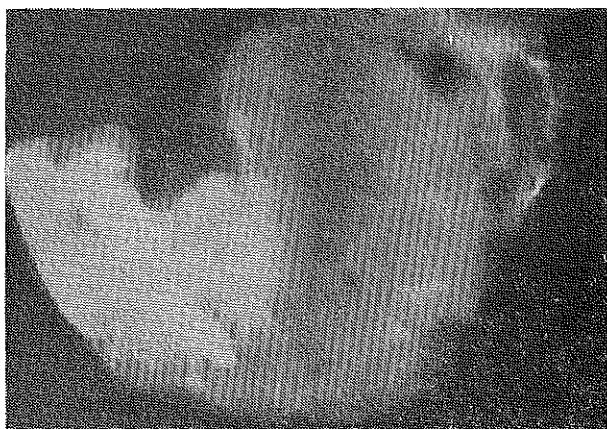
İnvitro piyes radyografisinde destrüksyon vazih şekilde görülmektedir.
